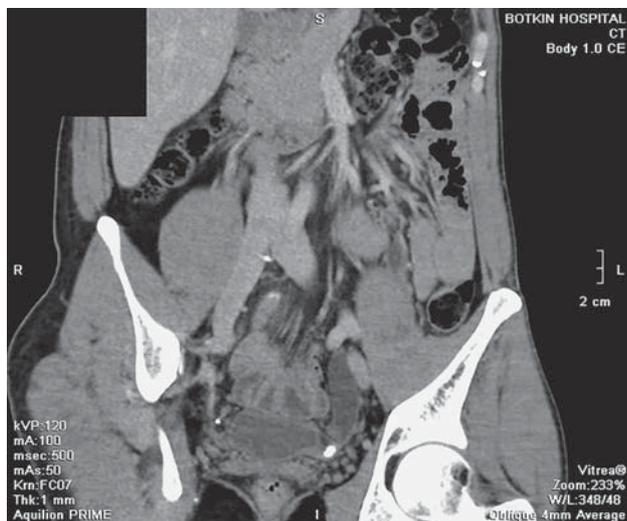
КТ с внутривенным контрастированием, венозная фаза сканирования, фронтальная реконструкция. Определяется крупный конкремент, обтурирующий устье мочеточника. Прослеживается расширение мочеточника выше уровня обструкции.
